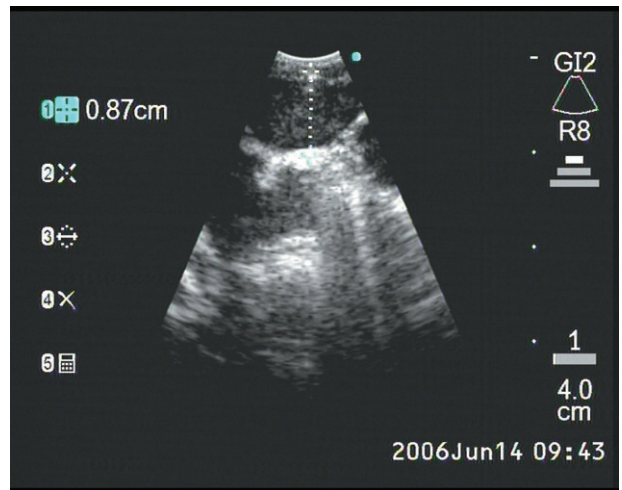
Endobronchial ultrasound of left paratracheal node.
